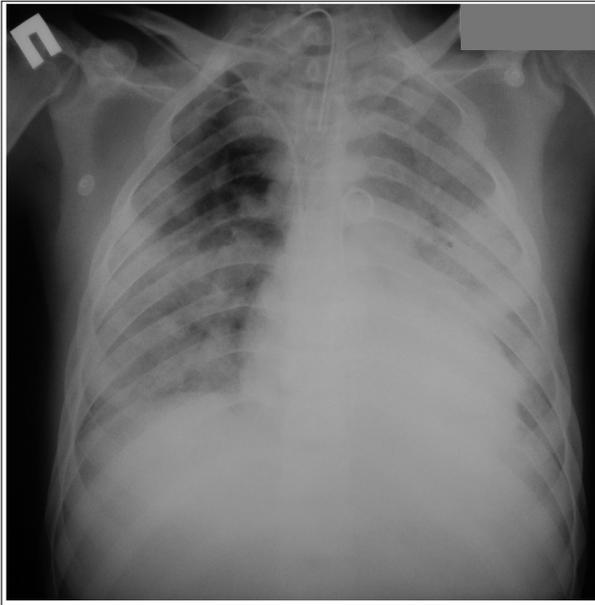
Рентгенограмма пациента, 7-е сутки в РАО: отрицательная динамика пневмонии: справа — субтотальная, слева — тотальная. Эксудативный плеврит слева. Отек легких. Перикардит.
